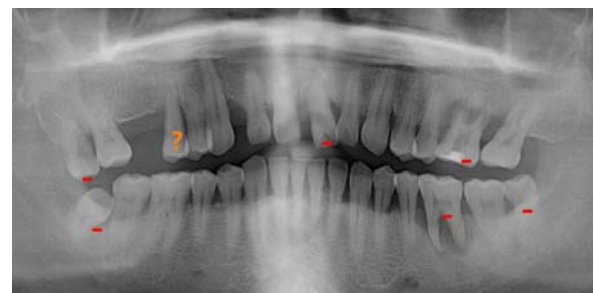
Panoramic radiograph and evaluation of prognosis at the initial examination. The question mark shows tooth with questionable prognosis and the minus sign signifies teeth with hopeless prognosis required for extraction.
